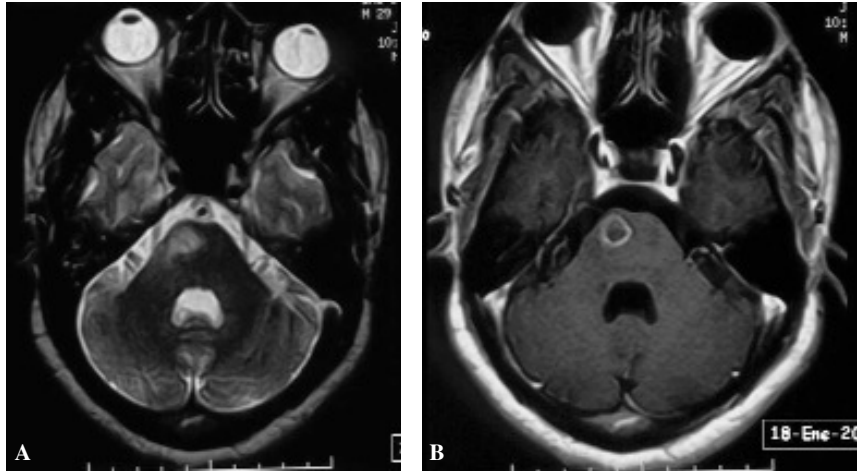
RM axial T₂ (A) y T₁ (B)
